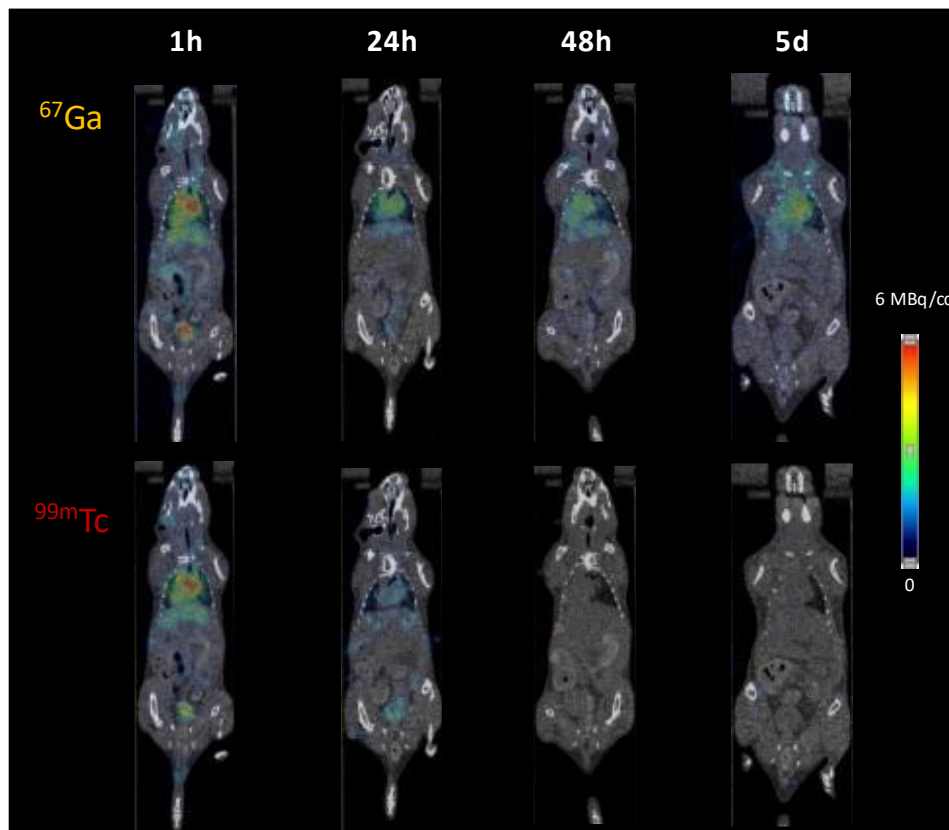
Imágenes SPECT/CT obtenidas a 1h, 24h, 48h y 5 días tras la administración intravenosa del anticuerpo bevacizumab radiomarcado con  $^{67}\text{Ga}$  y con  $^{99\text{m}}\text{Tc}$
